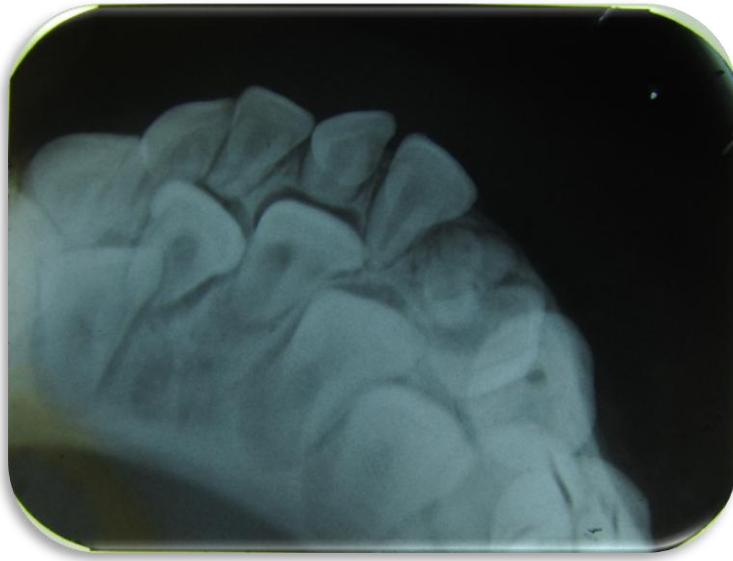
radiografia oclusal, observa-se imagem radiopaca circunscrita entre os dentes 72 e 74.
